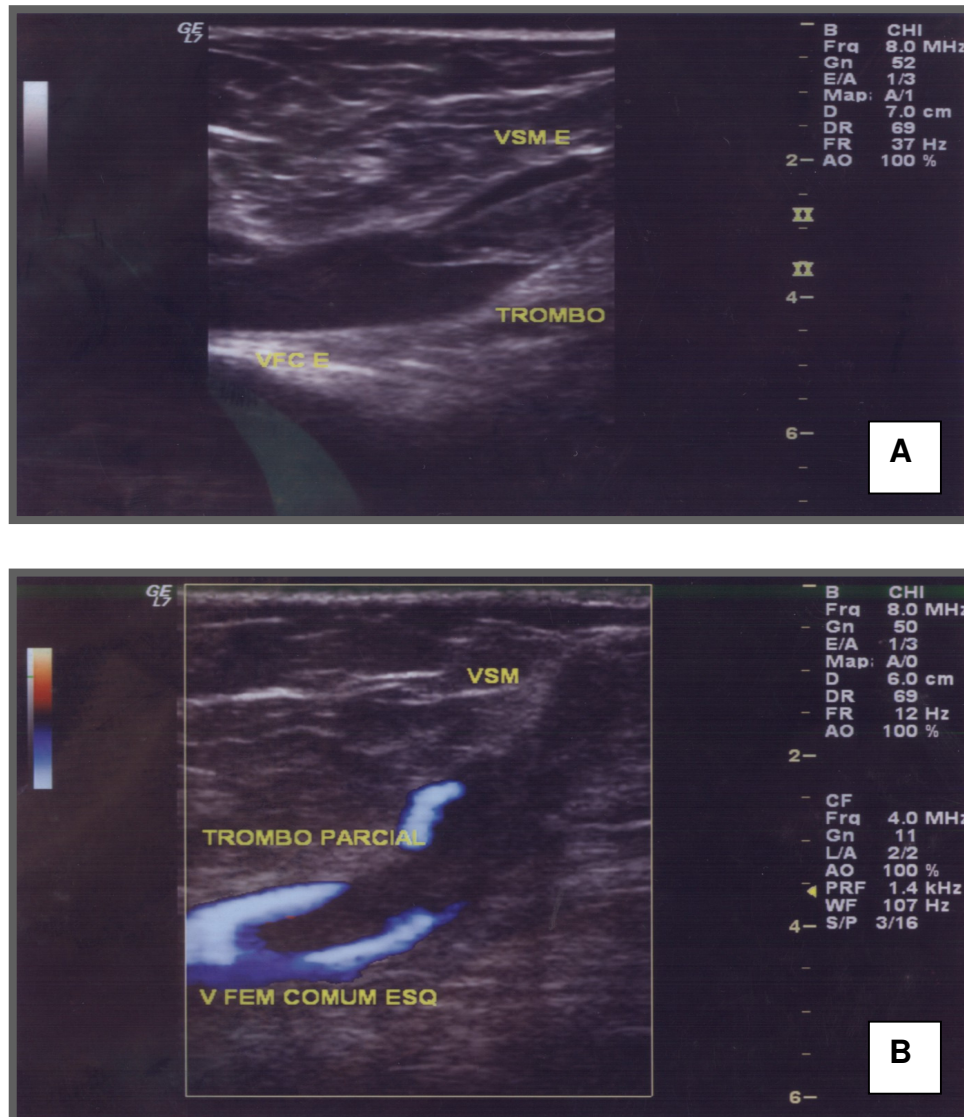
Mapeamento dúplex de tromboflebite superficial mostrando imagem de trombo parcial na veia safena magna (VSM) e em veia femoral comum (VFC). A) Modo B: Imagem hiperecogênica do trombo em VSM mergulhando em VFC. B) Imagem em *power Doppler* mostrando em azul o fluxo parcial peritrombo.
